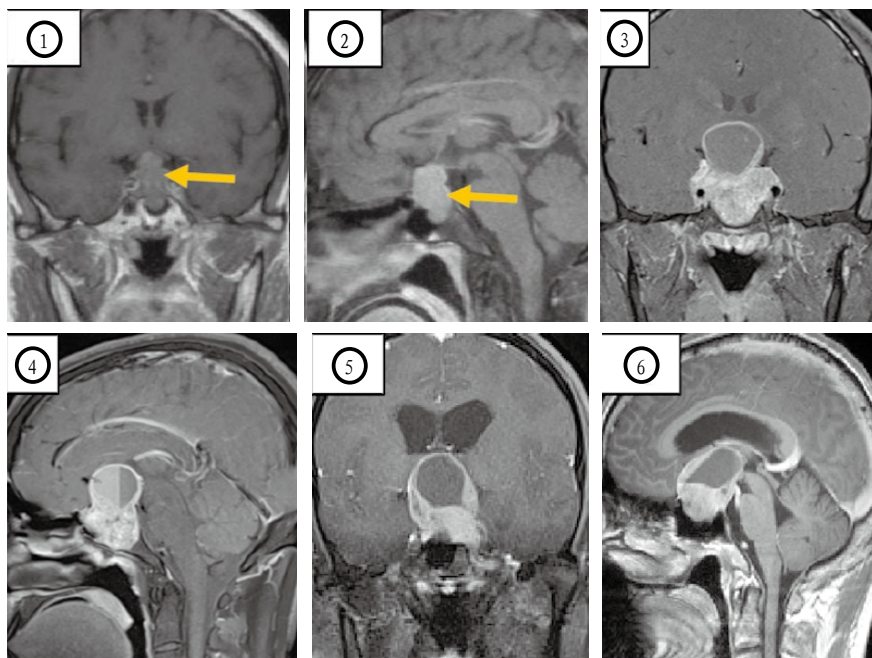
侵犯性垂体瘤MRI T1WI冠状位(图1、3、5)及矢状位(图2、4、6)表现。图1-2:患者女,MRI可见呈稍高信号,肿瘤侵犯鞍底,术中见病变突破鞍底脑膜,向下侵及蝶窦及斜坡,界限清楚;图3-4:患者男,MRI可见鞍隔处呈现“束腰征”,侵入双侧海绵窦,肿瘤鞍上部位囊变;术中见肿瘤与周围边界不清,粘连紧密;图5-6:患者男,MRI可见鞍上部位巨大囊变区,术中可见肿瘤界限清楚,与周围组织稍有粘连。
